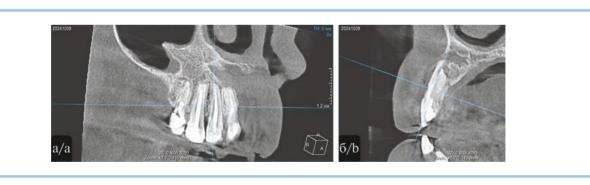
Остаточная полость через 2 года после операции (проекция зуба 1.2). Конусно-лучевая компьютерная томограмма.
